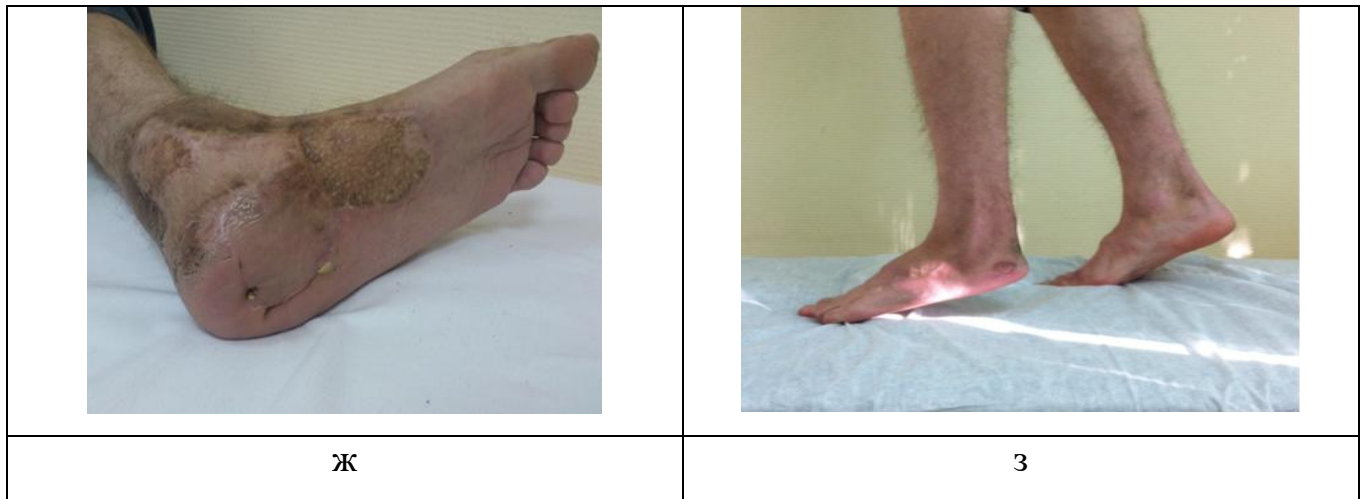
Пациент Г. с диагнозом: остеомиелит левой пяточной кости, дефект мягких тканей подошвенной поверхности стопы: а, б – рентгенограммы и внешний вид стопы до операции; в, г – первый этап реконструкции: замещение дефекта мягких тканей префабрикованным подошвенным лоскутом левой стопы; д – вид стопы перед вторым этапом реконструкции; е – второй этап реконструкции: артродез подтаранного сустава левой стопы с костной пластикой из гребня подвздошной кости; ж, з – внешний вид стопы через 4 года после реконструкции
